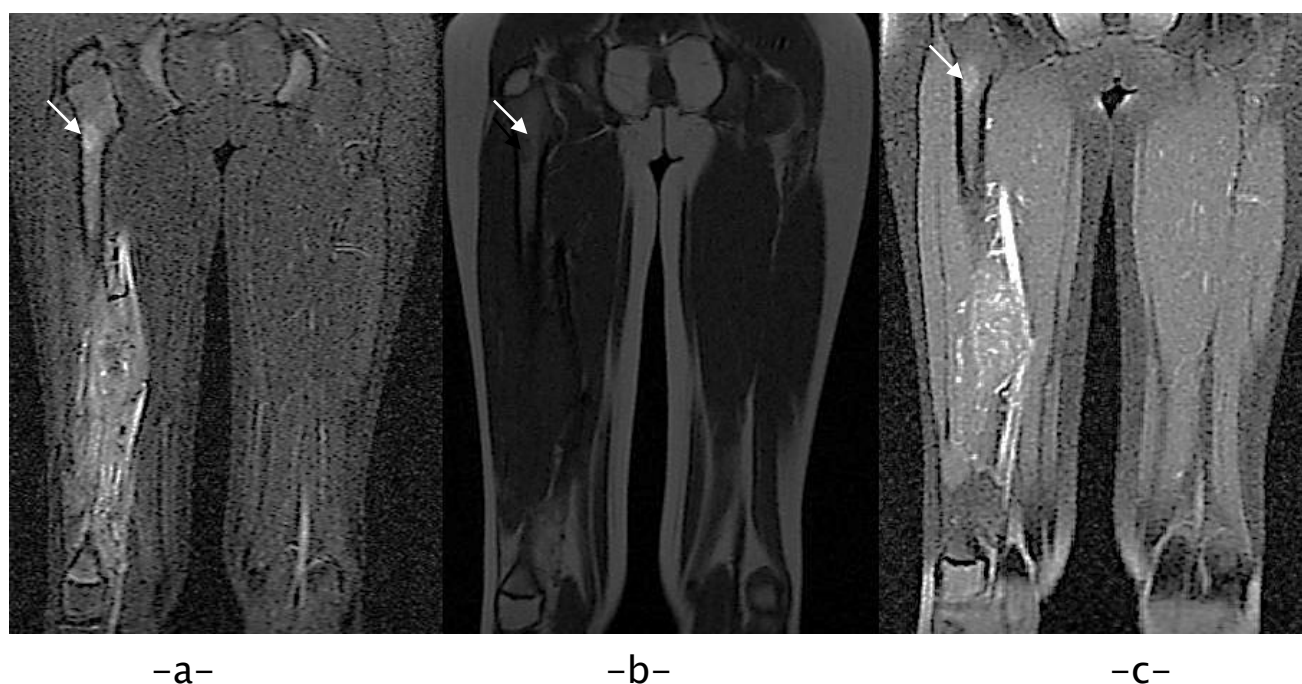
IRM T1 en coupes coronale -b- et T1 FATSAT -c- et en séquence STIR -a- du membre inférieur droit: Skip métastase d'un ostéosarcome de la diaphyse fémorale droite (flèche).
